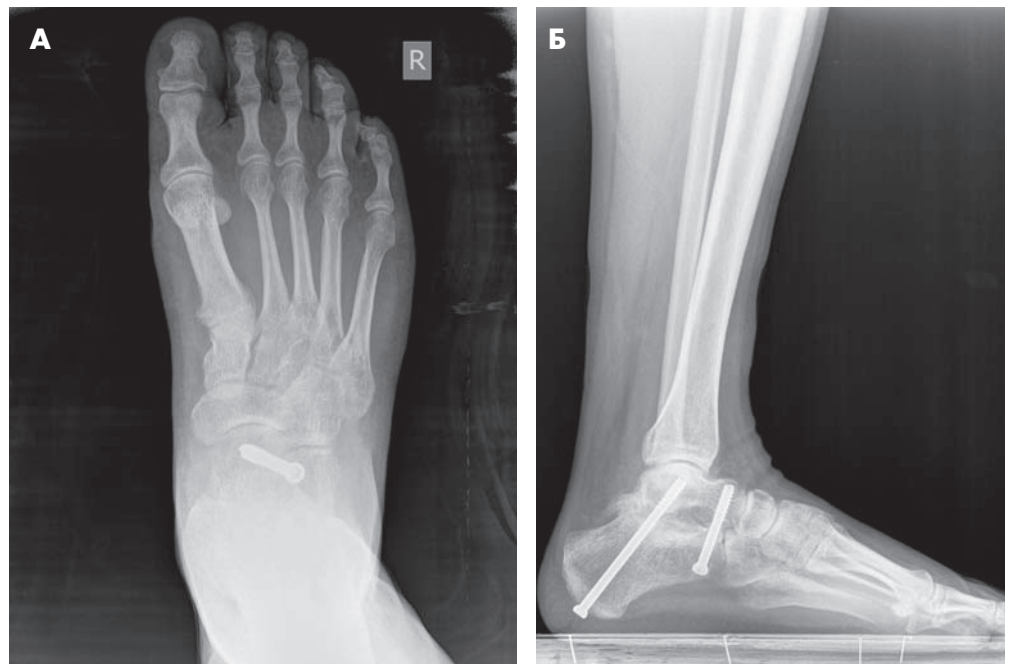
Рентгенография стопы через 10 недель после операции: А–Б — состоявшийся артродез подтаранного сустава
